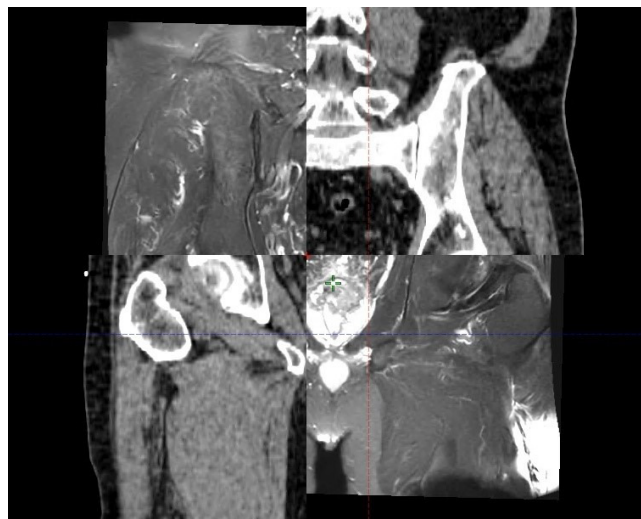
Fusion Image (наложение снимков разметочного КТ и снимков МРТ) – фронтальный вид
